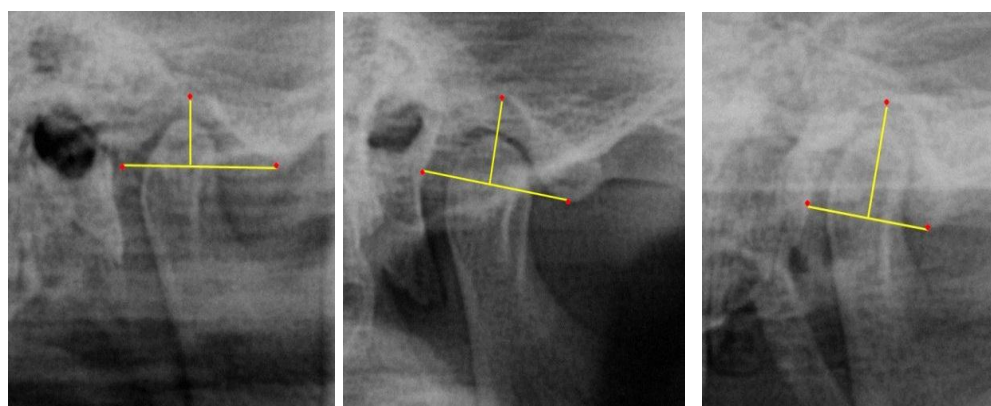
Рентгенограммы суставов с протрузионным (а), мезотрузионным (б) и ретрузионным (в) типом зубных дуг
